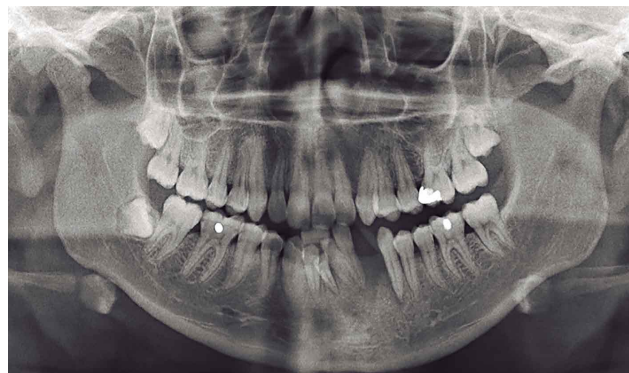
Radiografía Panorámica ocho meses después de la primera consulta.
